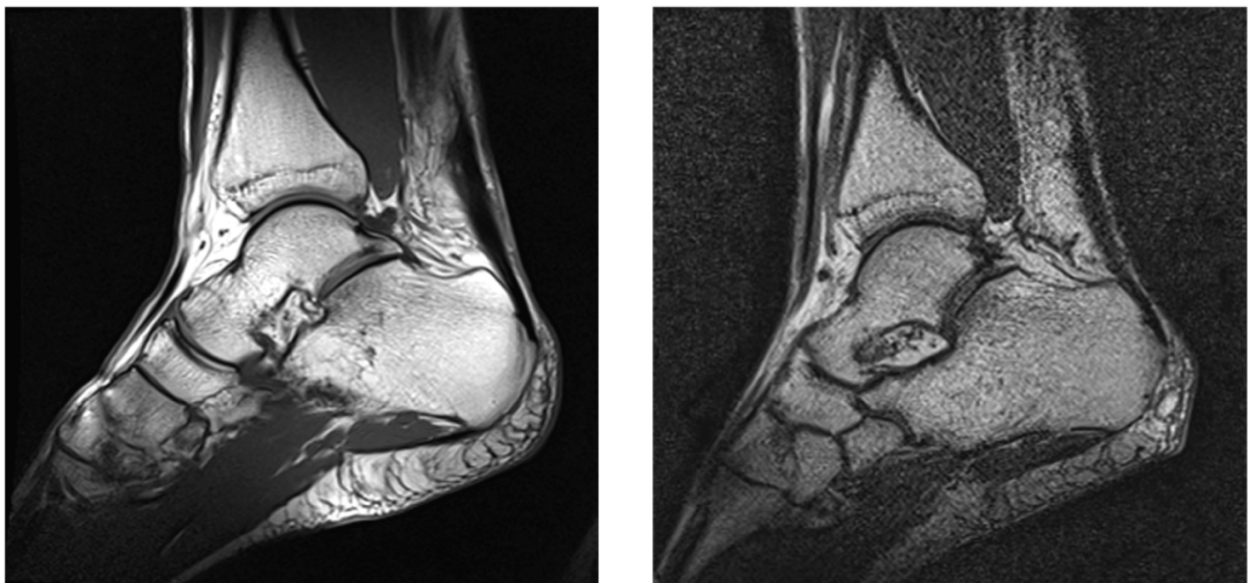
Hochaufgelöste sagittale MRT-Aufnahmen des Sprunggelenks eines Probanden, aufgenommen mit dem 16-Kanal-Array bei 1,5 T. Die Bilder zeigen die differenzierte Darstellung von Knochen-, Knorpel- und Bandstrukturen.
